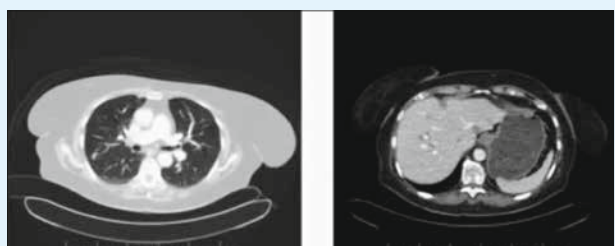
Контрольна КТ від 06.09.2019 (після 35 введень пембролізумабу)
